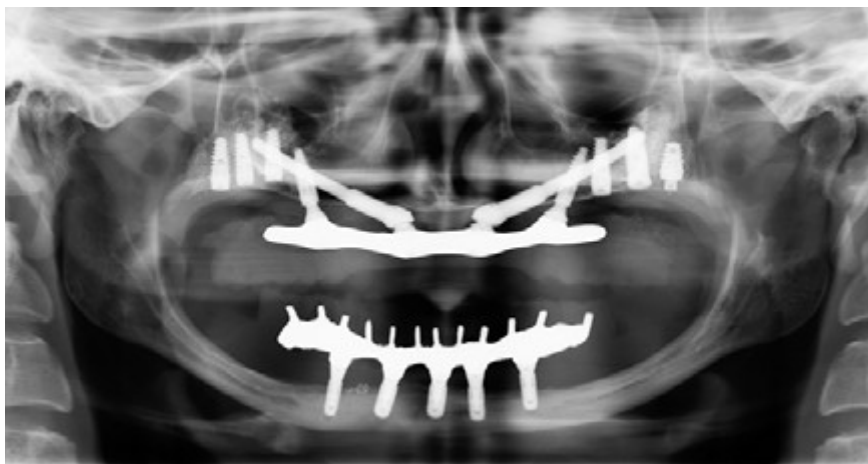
Radiografia panorâmica evidenciando visão geral dos defeitos ósseos peri-implantares (31)
